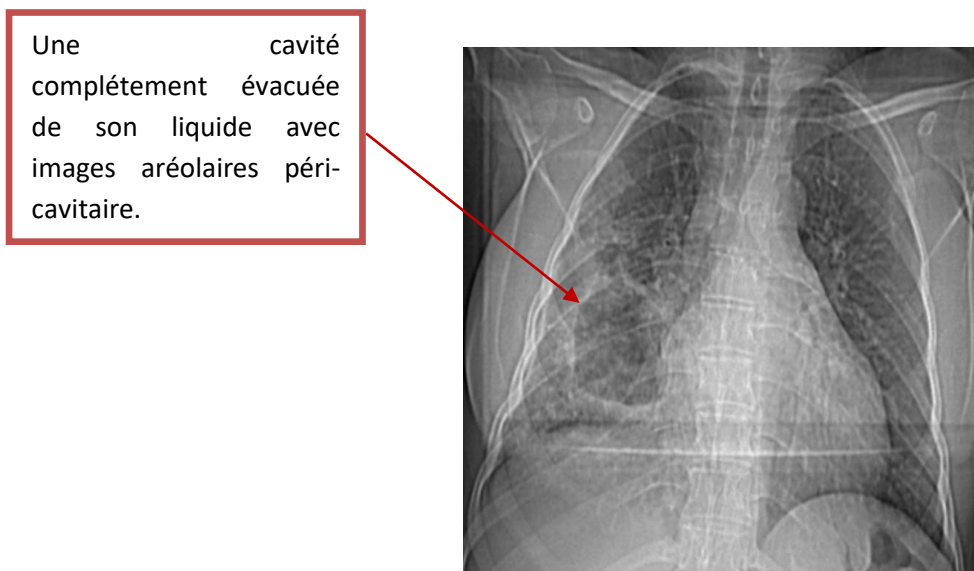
Radiographie thoracique de face montrant un KHP rompu (service de chirurgie thoracique CHU HASSAN II FES)
